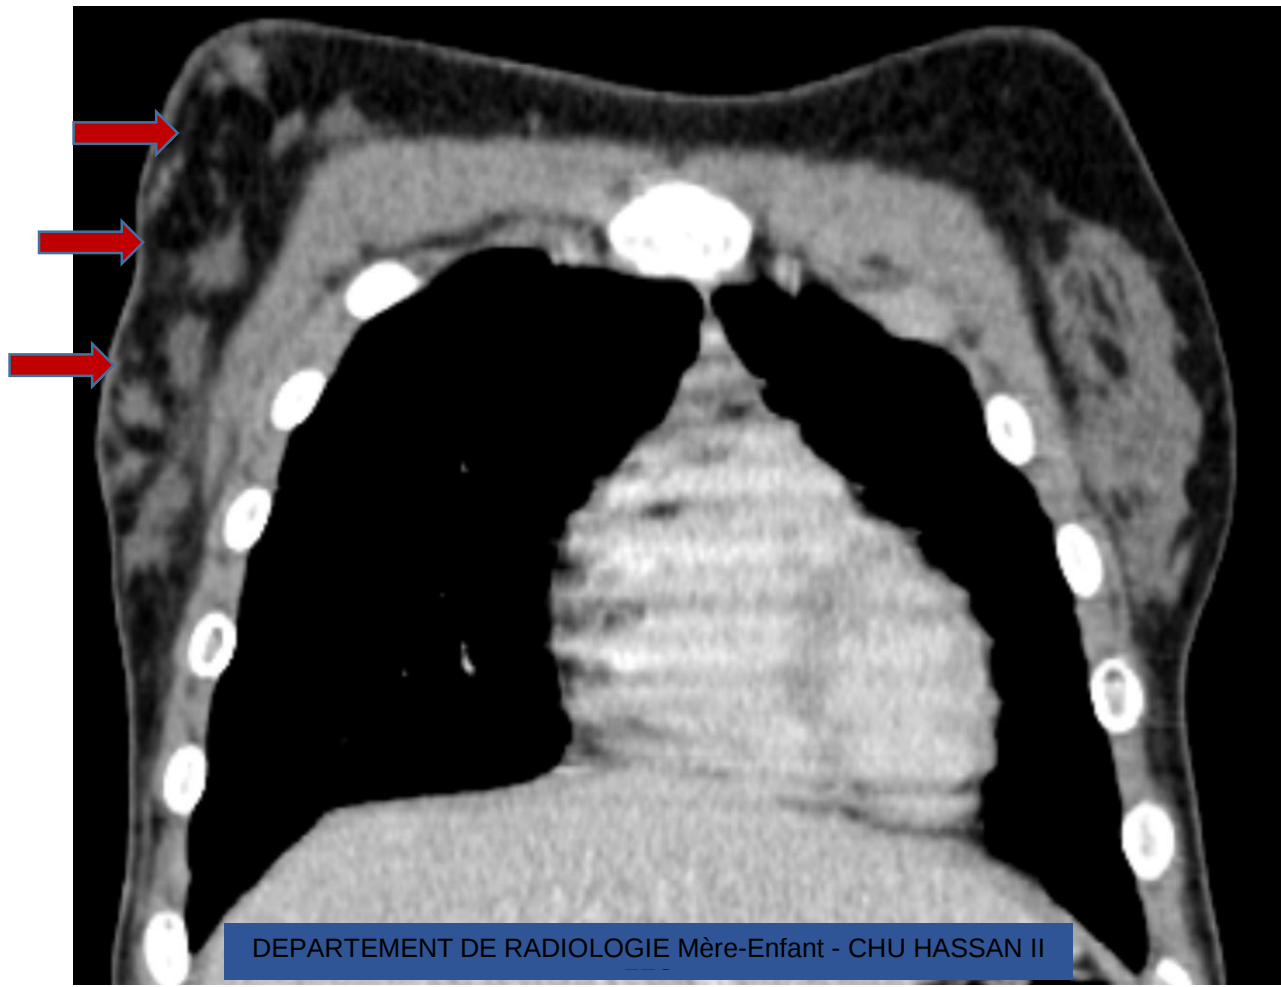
TDM thoracique en coupe coronale après injection de produit de contraste montrant les mêmes formations kystiques sus-décrites.
